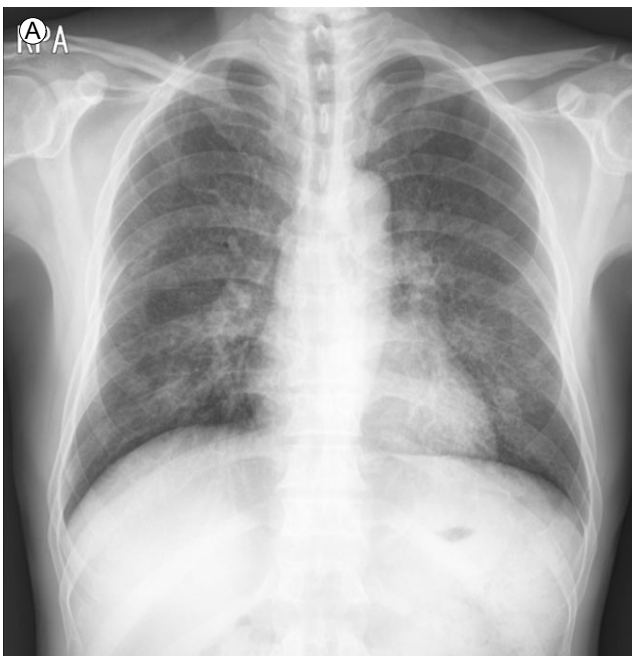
A chest X-ray (A) showed ground glass opacity (GGO) and consolidation in both lungs. HRCT (B) revealed diffuse GGO with reticulation, the so-called “crazy paving” appearance in both lungs.
